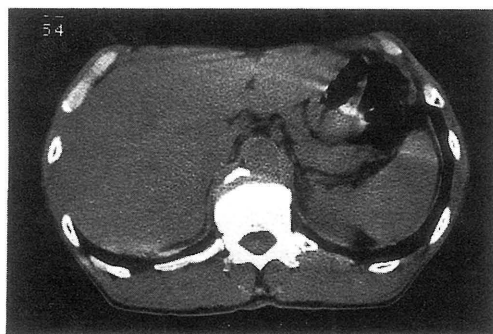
CT scan shows mild hepatosplenomegaly. Dilatation of the intra- and extra-hepatic bile ducts are not seen.
